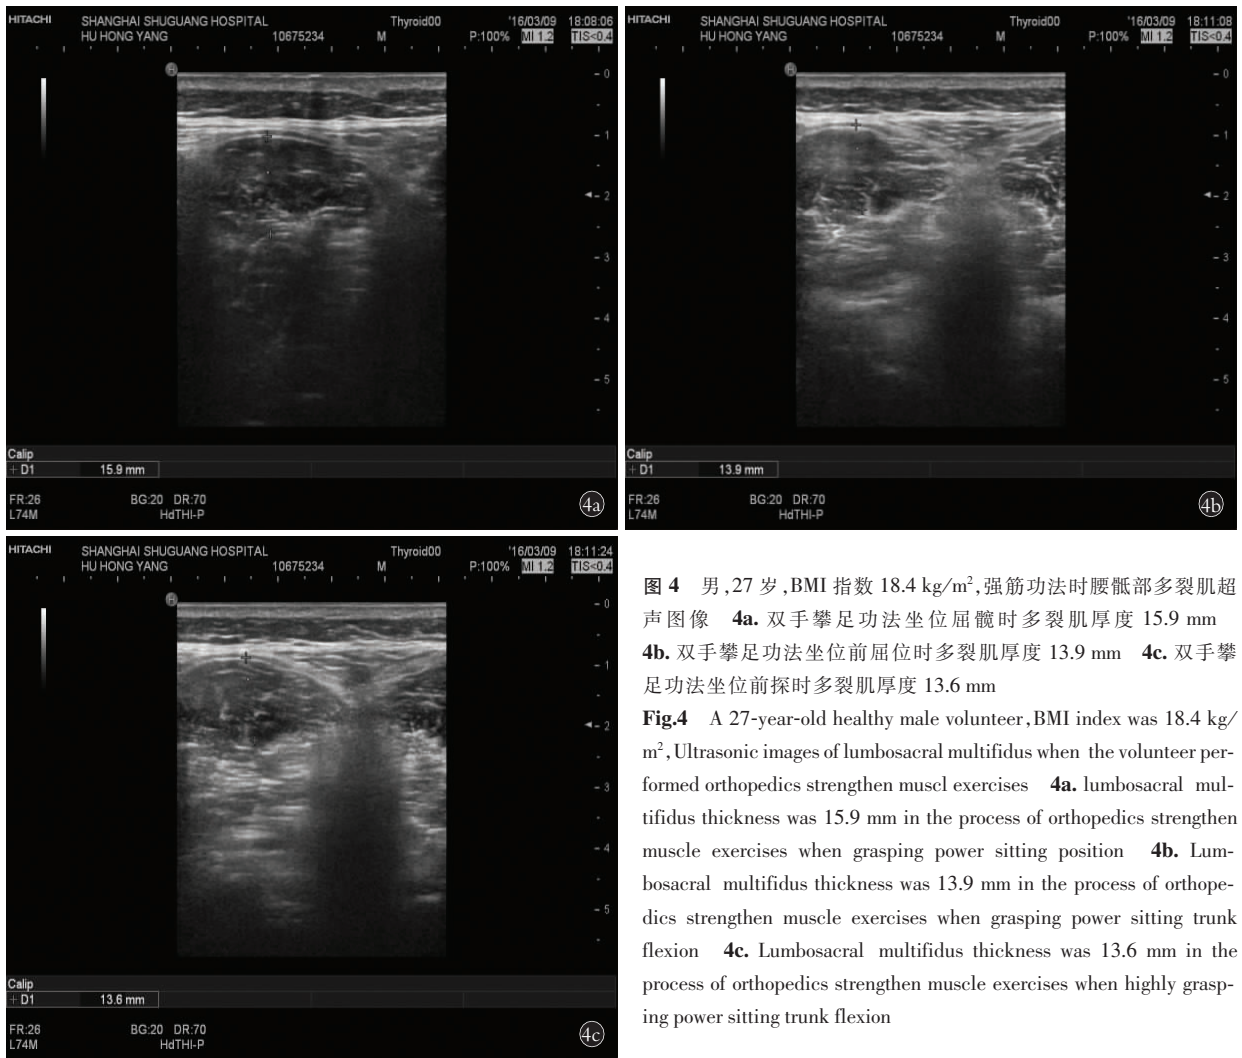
男,27 岁,BMI 指数 18.4 kg/m²,强筋功法时腰骶部多裂肌超声图像 4a. 双手攀足功法坐位屈髋时多裂肌厚度 15.9 mm 4b. 双手攀足功法坐位前屈位时多裂肌厚度 13.9 mm 4c. 双手攀足功法坐位前探时多裂肌厚度 13.6 mm
